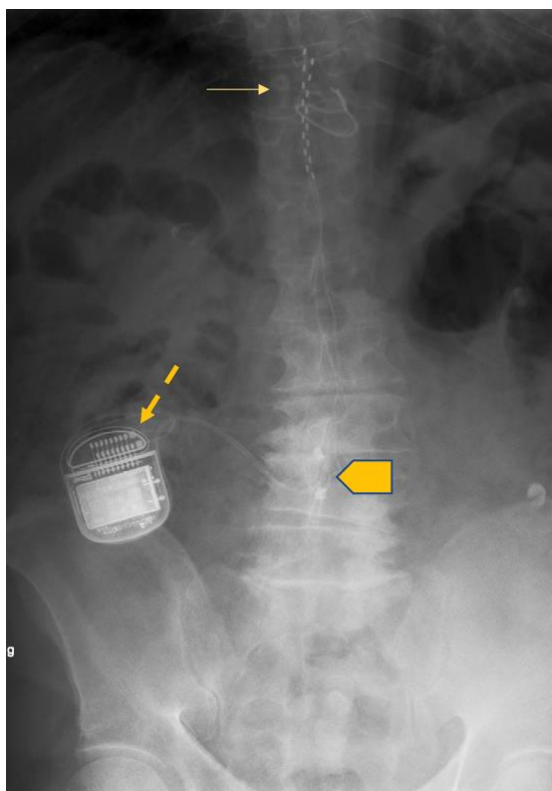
Radiografia anteroposterior evidenciando o sistema de estimulação da medula espinal (EME). São visíveis os dois conjuntos de eletrodos (seta), o gerador de pulso implantado (seta a tracejada). Duas pequenas âncoras de fixação estão presas na fáscia no ponto de entrada lombar (seta grossa) para assegurar os eletrodos ao longo de seu trajeto de entrada. (56)
